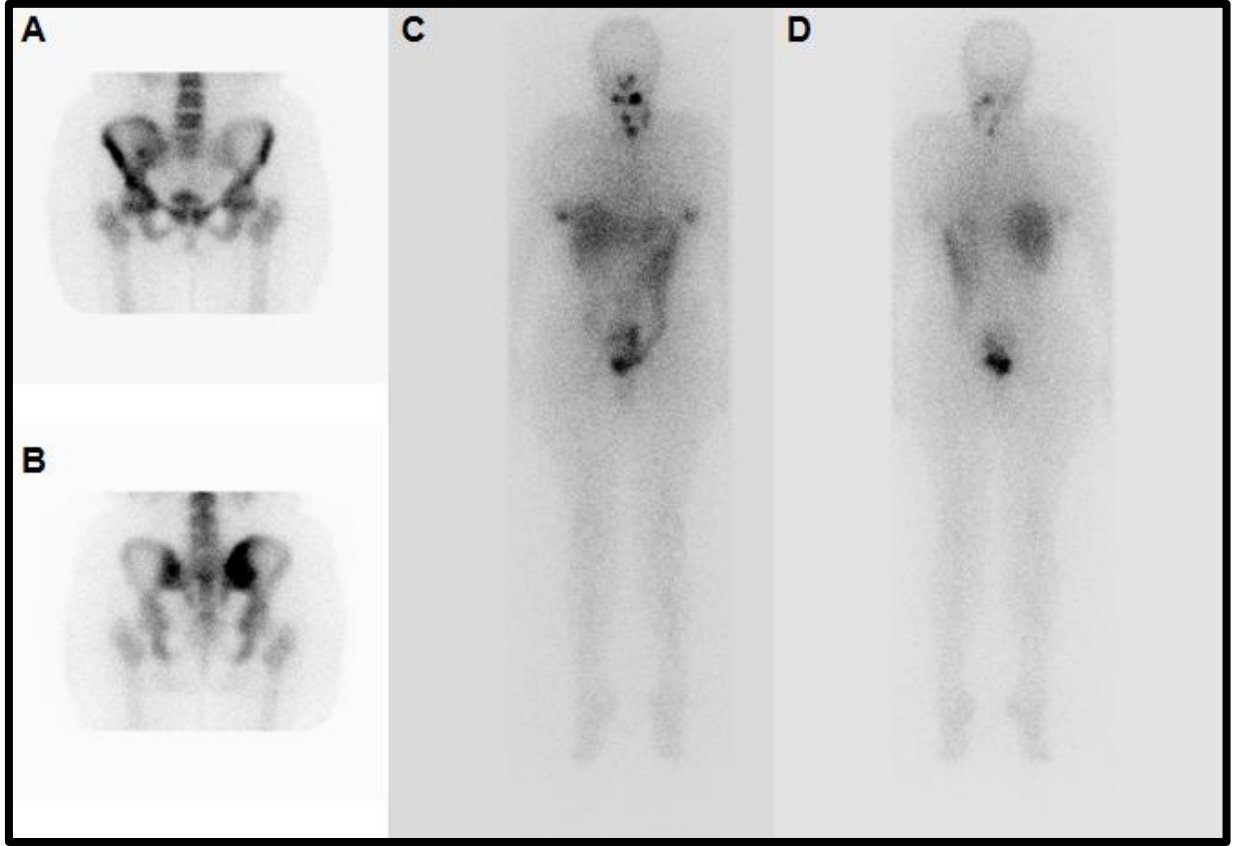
Kemik sintigrafisi ile vertebra metastazı. Kemik sintigrafisinde posterior görüntülerde alt lomber vertebralarda izlenen aktivite tutulumları (solda) metastaz açısından şüpheli kabul edilmişti, postablasyon görüntülerde posteriorda (sağda) bu alanda metastaz izlenirken sol femur başı/asetabulumda izlenen I-131 tutulumu alanında kemik sintigrafisinde aktivite tutulumu mevcut değildir.
